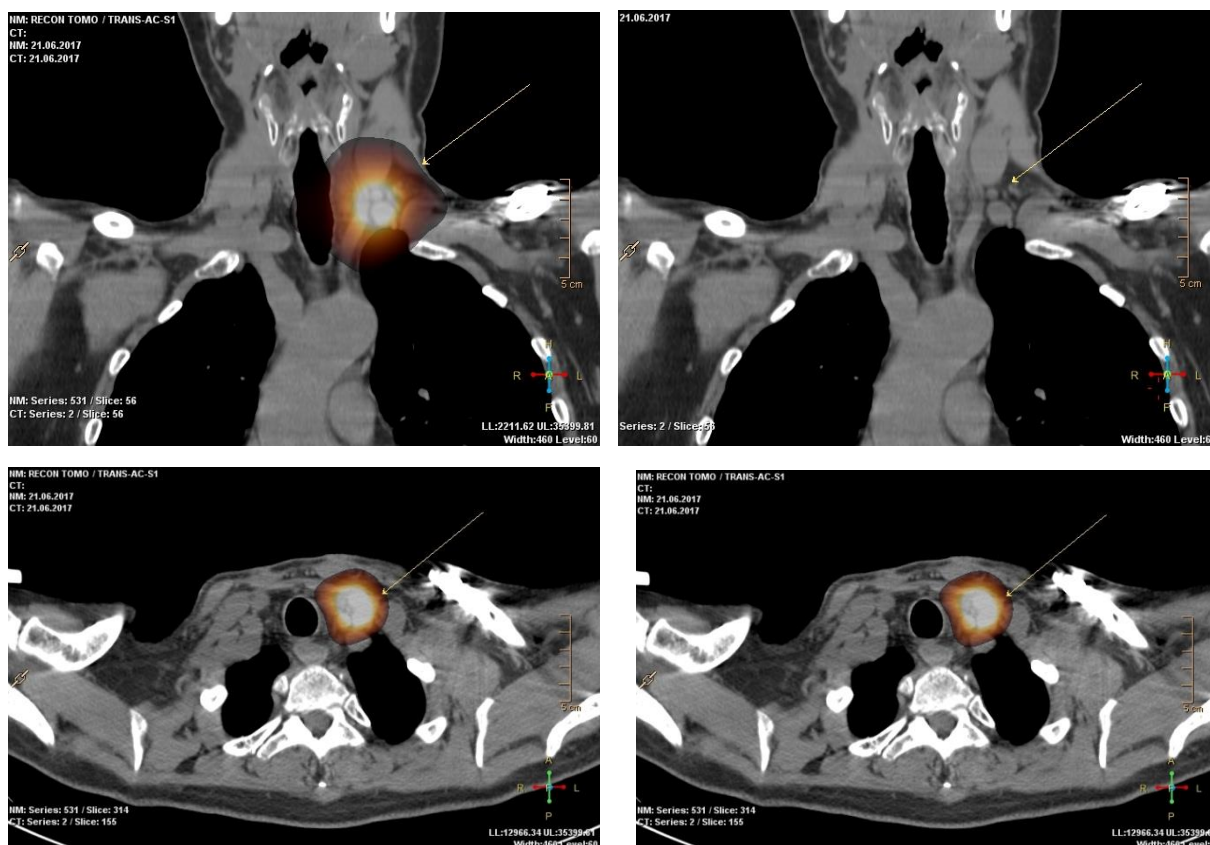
Изображения ОФЭКТ-КТ. Очаги накопления в проекции ТО и левого нижне-яремного лимфатического узла (отмечены стрелками)
